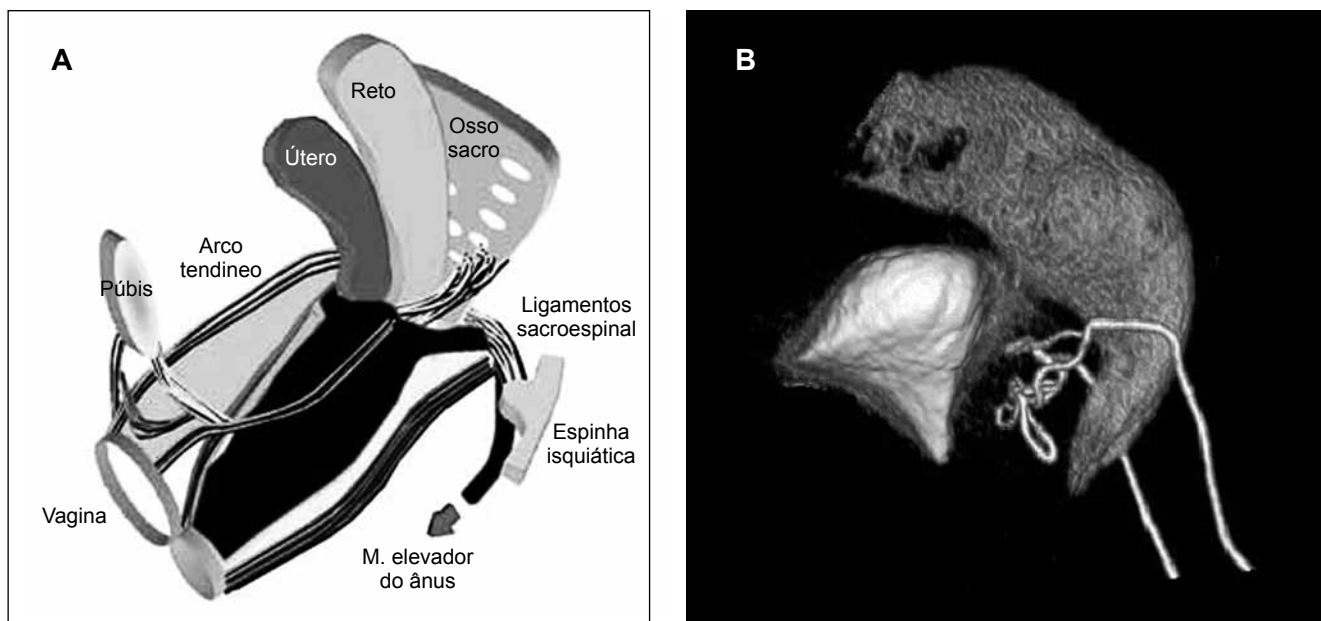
Colpopexia transcoccígea. (A) Representação esquemática. Observe que as hastes da prótese são ancoradas nos ligamentos sacroespinais. (B) Tomografia tridimensional em perfil evidenciando a prótese radiopaca (em branco) a frente do reto. Observe as hastes que substituem a função dos ligamentos sacrouterinos.
